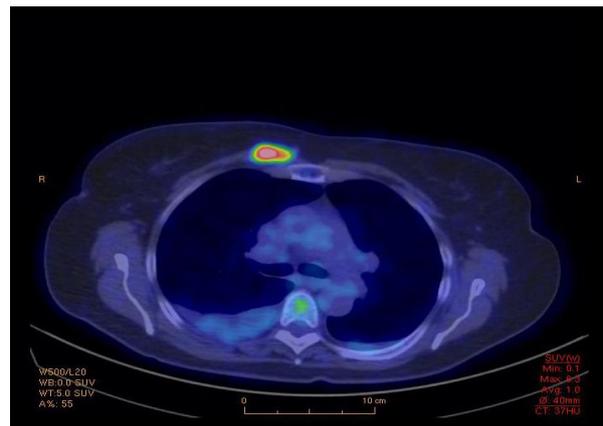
PET scan au 18F-FDG, on note une lésion intensément hypermétabolique d'allure néoplasique.
